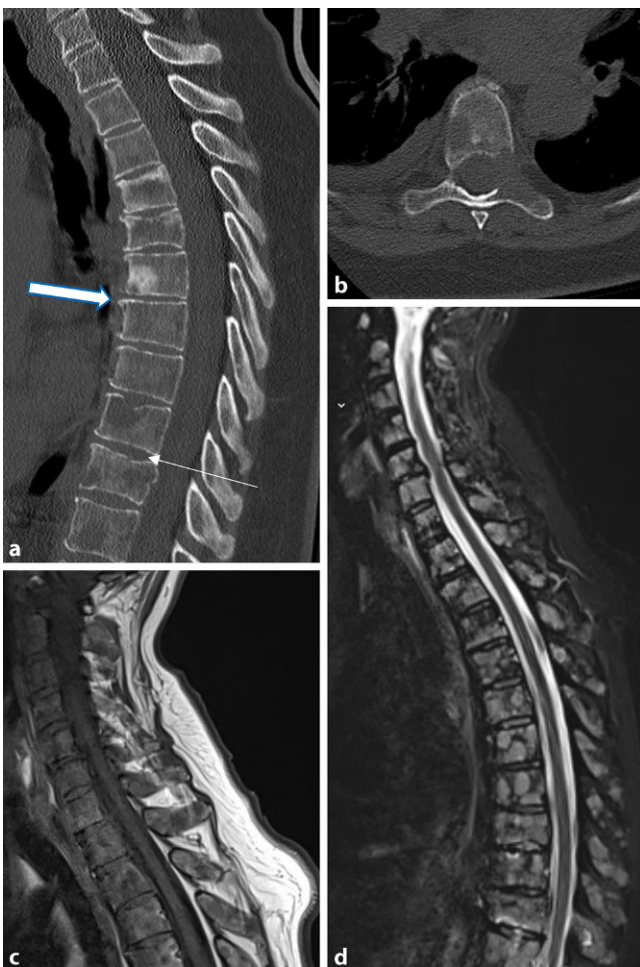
◀ 70-jährige Patientin mit bekanntem ossär metastasiertem Mammakarzinom. Die CT zeigt sich diffus verteilten osteolytischen (*dünner Pfeil*) und osteoblastischen (*Blockpfeil*) Metastasen (a). In der axialen Schicht zeigt sich die Osteolyse im linksseitigen Pedikel (b). In der korrespondierenden MRT zeigen sich die diffus verteilten Metastasen hypointens in der T1w- und hyperintens in der TIRM-Sequenz (c, d)
